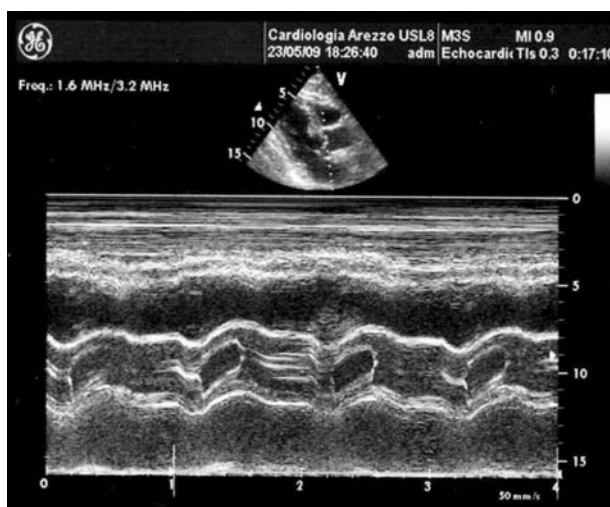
Proiezione parasternale asse lungo: valvola aortica ispessita e calcifica con rima di chiusura centrale.
